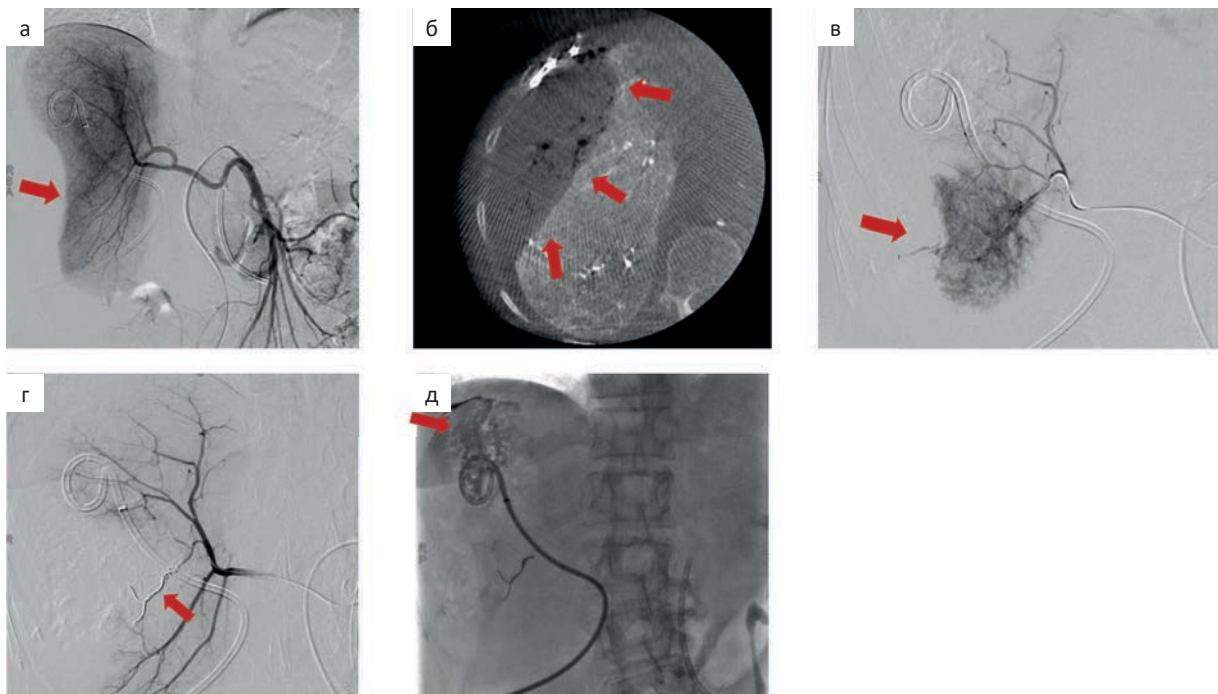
а — Прямая ангиография сосудов гепатопанкреатодуоденальной зоны — вариант анатомии: правая печеночная артерия отходит от верхней брыжеечной артерии. Подозрение на экстравазацию контрастного вещества в проекции 6-го сегмента печени (стрелка); б — плоскодетекторная компьютерная томография. В проекции правой доли печени подкапсульно сохраняется образование с четкими и ровными контурами жидкостной структуры с наличием геморрагических включений и пузырьков газа без признаков накопления контрастного вещества; в — прямая гепатикография. Выполнена селективная катетеризация ветви 6-й сегментарной артерии — выявлены признаки экстравазации контрастного вещества; г — прямая гепатикография. Состояние после имплантации микроспиралей в сегментарную ветвь правой печеночной артерии — без признаков продолжающегося кровотечения; д — фистулография ранее установленного дренажа в околопеченочное пространство. Контрастное вещество растекается вдоль капсулы печени, поступления в правый латеральный канал и свободную брюшную полость не отмечено
